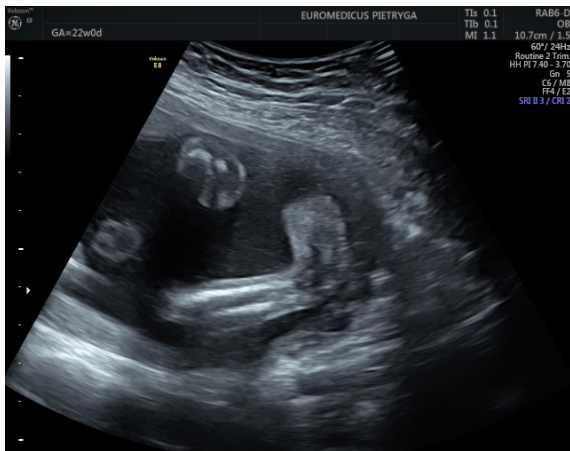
Kończyny dolne płodu – obrazowanie metodą USG 3/4D (źródło: materiał własny)
